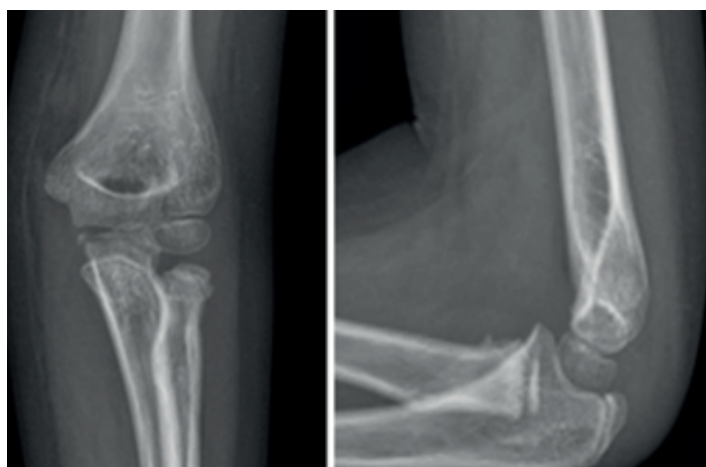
Radiografía postreducción cerrada a los 22 días.
